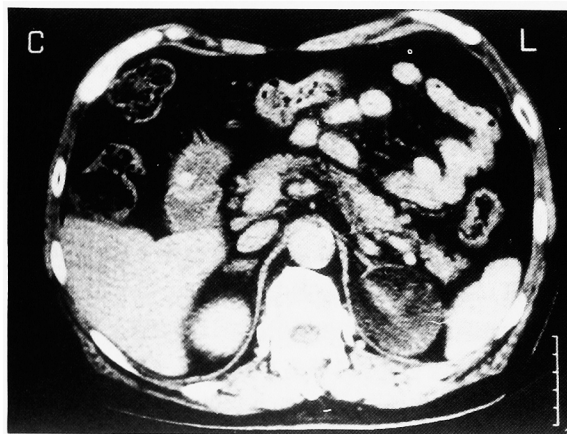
Enhanced CT revealed heterogeneous mass in the left adrenal gland (case 2).
